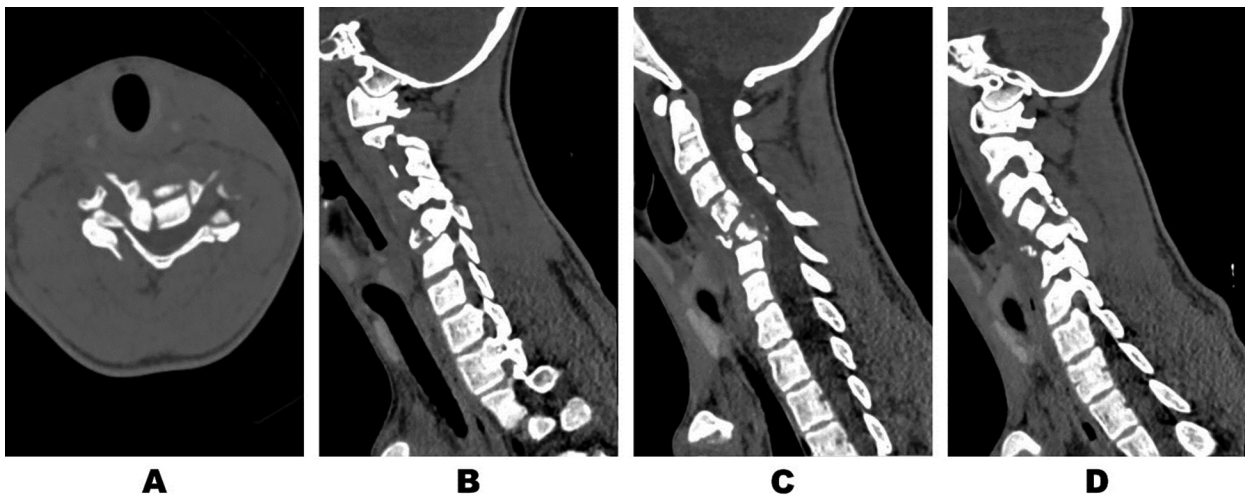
Пацієнт К. СКТ шийного відділу хребта до виконання хірургічного втручання. Аксіальна проекція на рівні C5 (А), сагітальна реконструкція: в проекції лівих фасеткових суглобів (Б), по середній лінії (В), у проекції правих фасеткових суглобів (Г)
